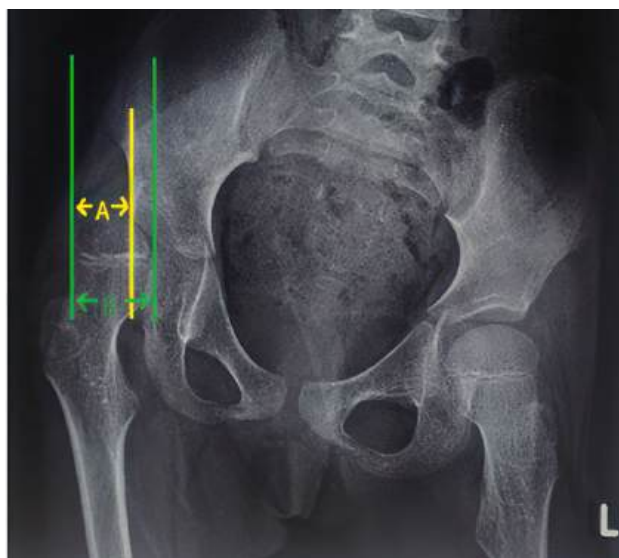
Рентгенологическое измерение процента миграции (индекса Реймерса).
